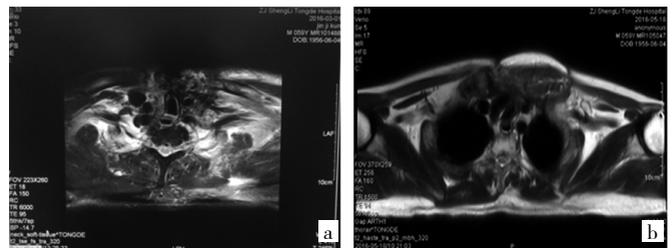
例 5 患者的 MRI(a: 术前;b: 术后)
